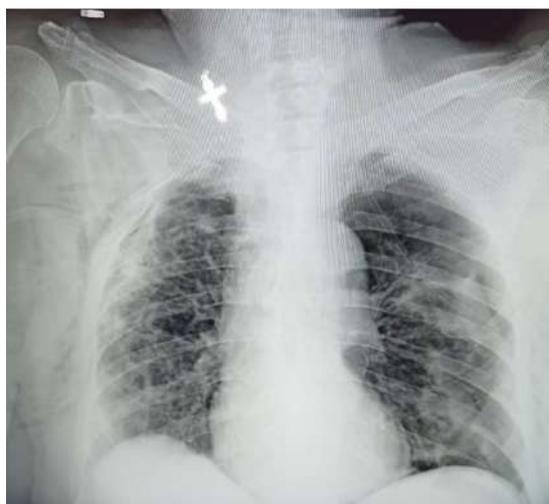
Рентгенограмма (пациент С.) – пневмомедиастинум в сочетании с двусторонним малым пневмотораксом с невыраженной подкожной эмфиземой (собственное наблюдение)
